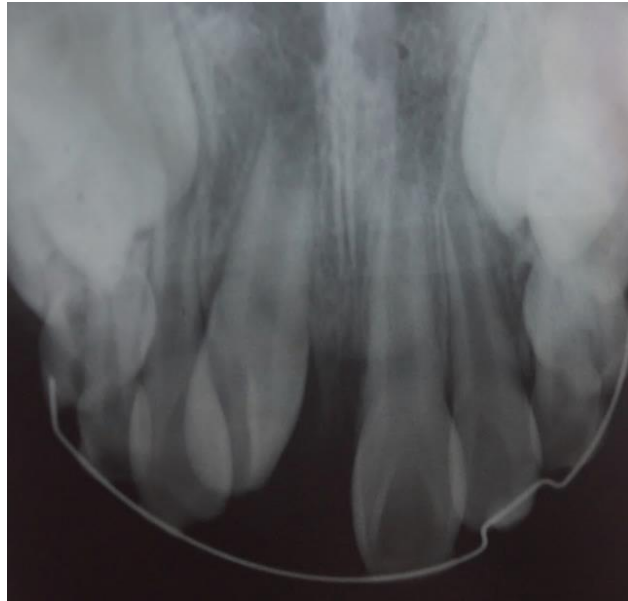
Radiografía periapical donde se corrobora la presencia del O.D. 11 con intrusión grado II.
